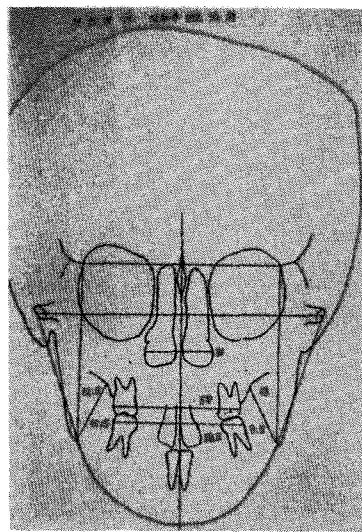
〈증례3〉 치료전 정면두부규격방사선 사진
